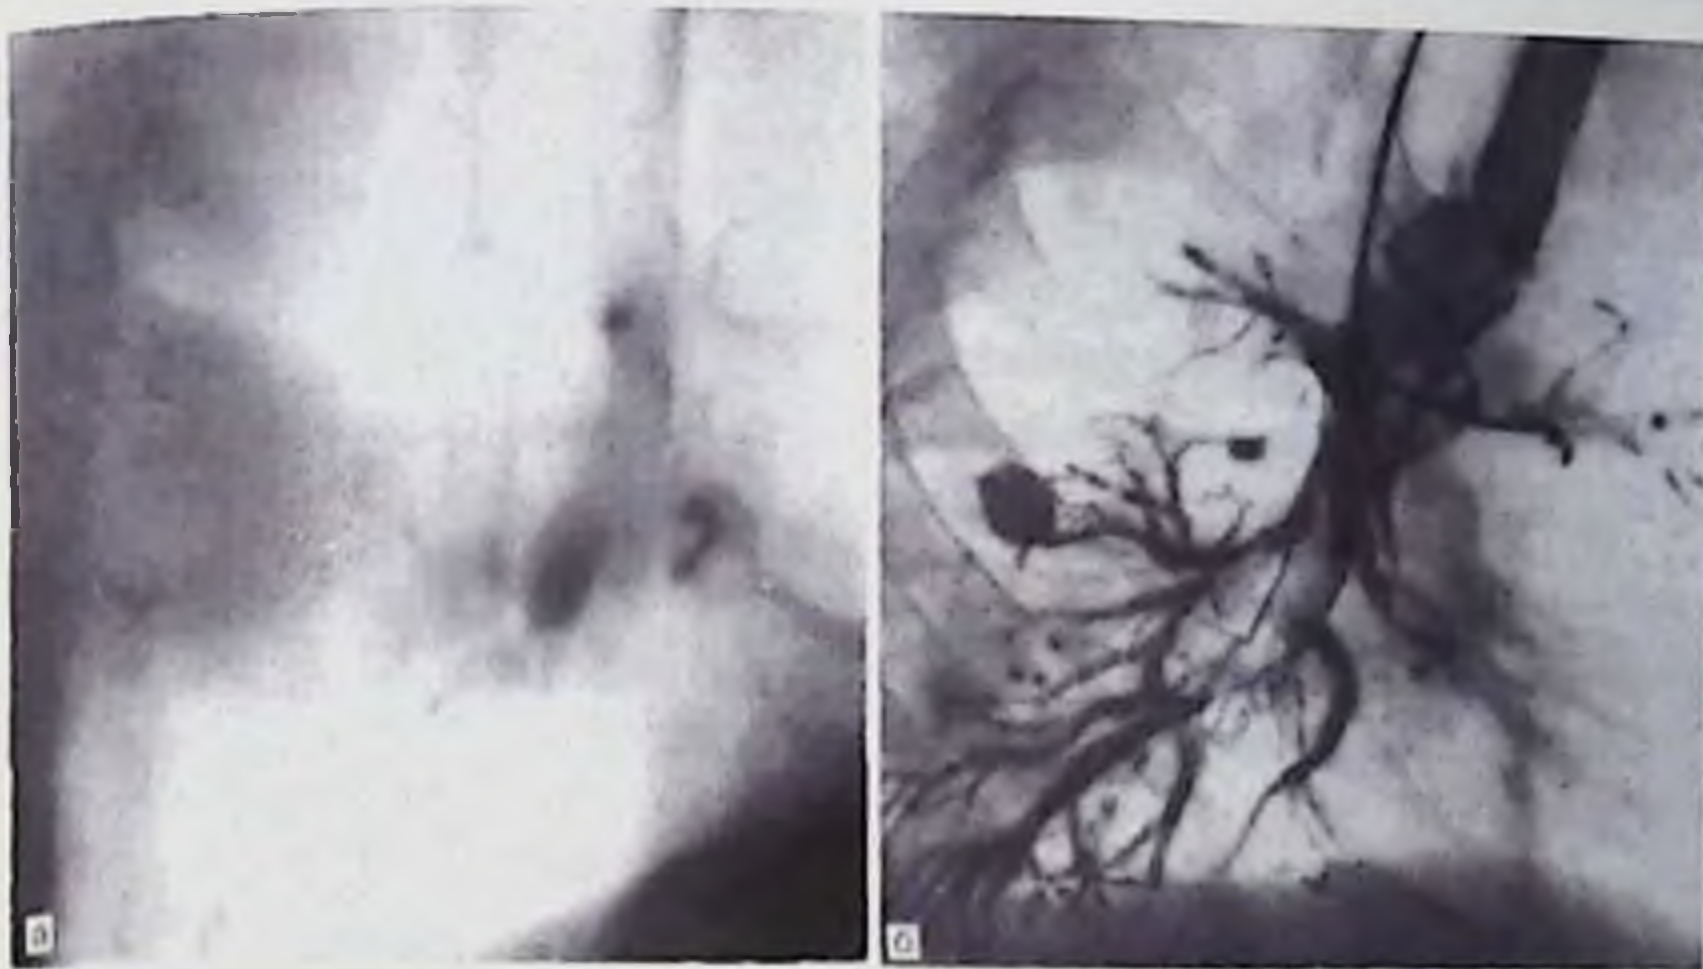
Томограмма в боковой проекции справа (а) и бронхограмма (б).
